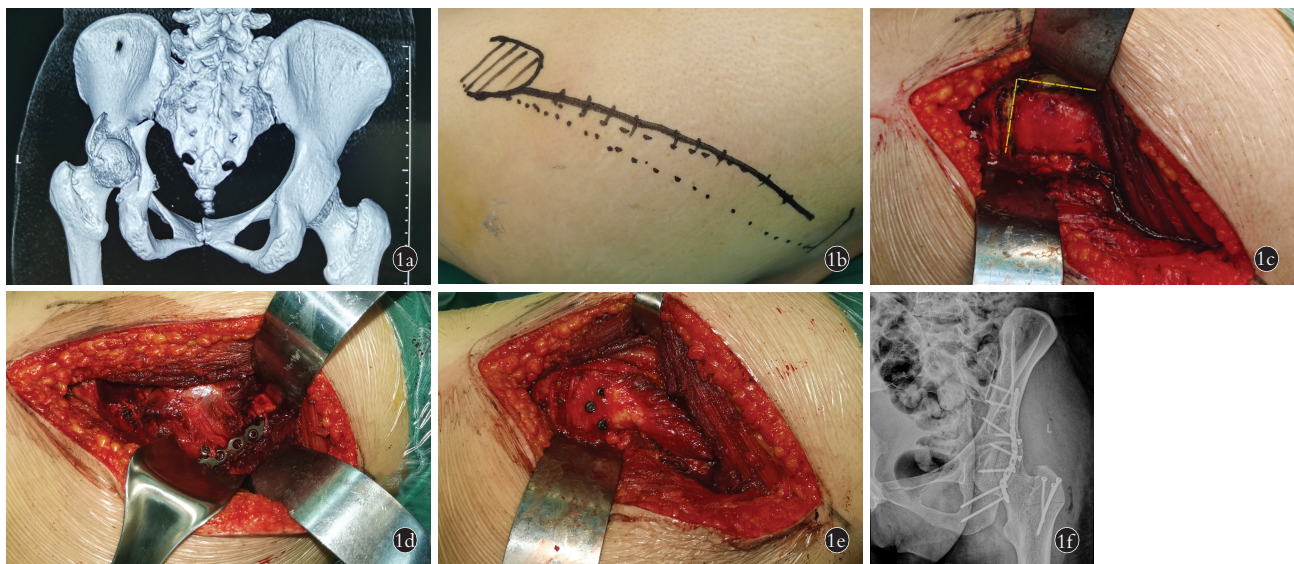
患者,女,40 岁,交通伤致左侧髋臼后壁骨折 1a. 术前三维 CT 重建显示髋臼后壁骨折伴股骨头后脱 1b. 实线为改良 K-L 入路,虚线为标准 K-L 入路 1c. 大转子后半截骨位置(右侧为头侧,虚线为截骨线) 1d. 锁定重建钢板内固定技术 1e. 大转子截骨块复位 1f. 术后 2 d 骨盆正位 X 线片复查
